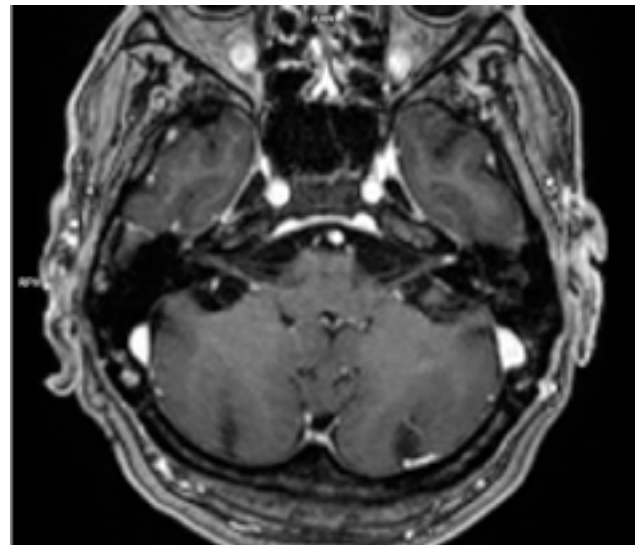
Realce patológico do nervo glossofaríngeo esquerdo em T2 - corte axial de RM-CE
